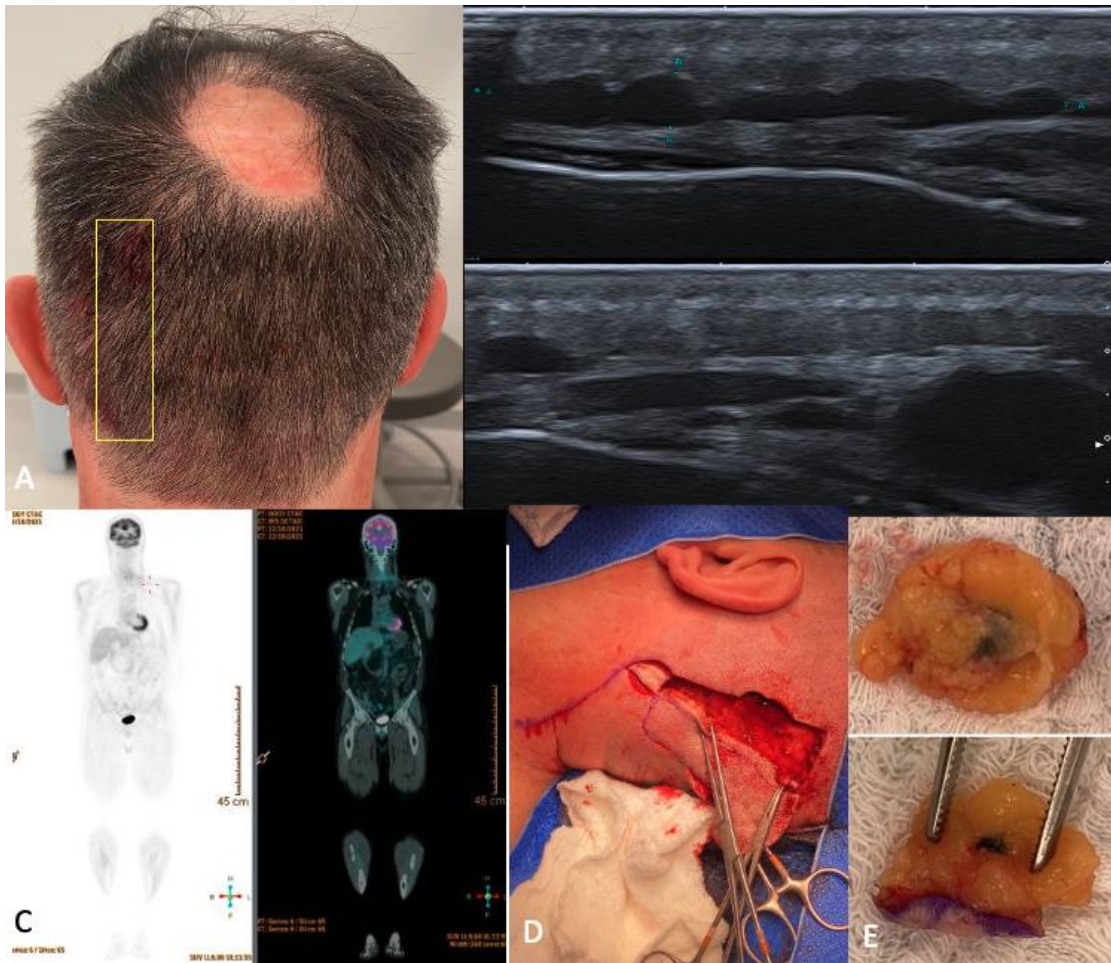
Metástases em trânsito de melanoma no couro cabeludo. A. paciente com antecedente de ressecção de melanoma Breslow 2,4 mm no couro cabeludo; B. ultrassonografia mostrando imagens nodulares no subcutâneo, hipoecogênicas e homogêneas, confluentes, formando cordões, localizadas clinicamente na área marcada com retângulo amarelo; C. PET CT sem áreas de captação anômala; D. imagem intra-operatória, onde podem ser observadas múltiplas lesões enegrecidas sugestivas de metástase de melanoma; E. detalhe das lesões após ressecção.
